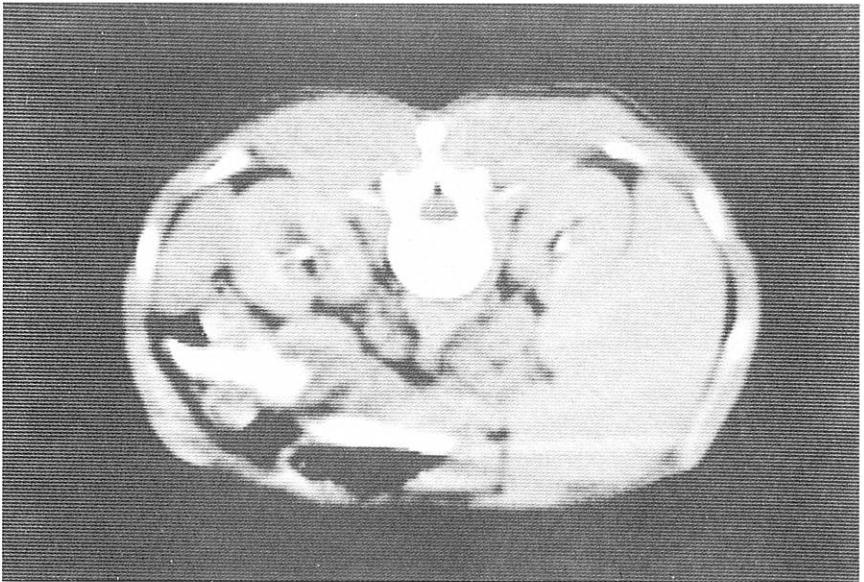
Tomografia assiale computerizzata addominale alta del caso precedente. In corso terapia (sopra) si notano linfonodi periaortici ingrossati, scomparsi dopo sospensione del farmaco (sotto).
